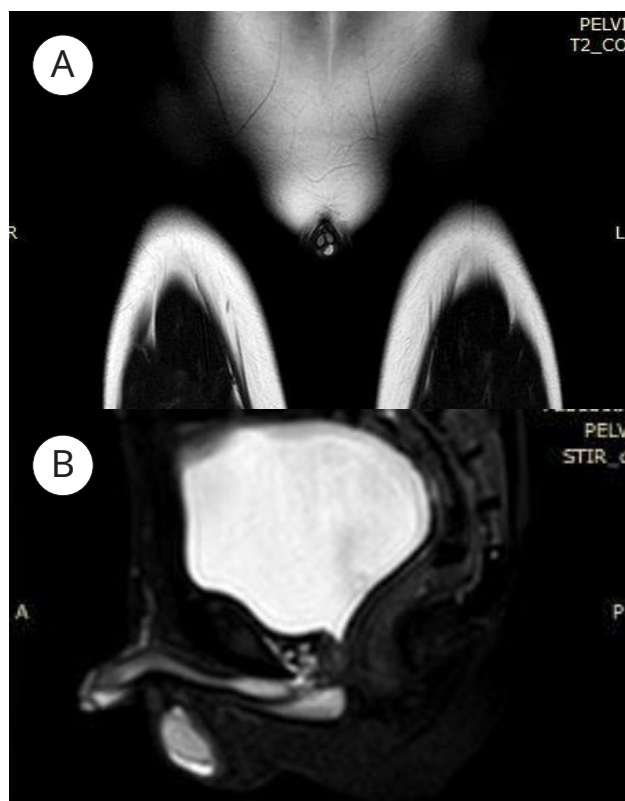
Магнитно-резонансная томография до склеротерапии [Пациент Т., 7 лет]: А — в режиме T2 в фронтальной проекции; В — в режиме STIR в сагиттальной проекции (венозная мальформация указана красной стрелкой)
